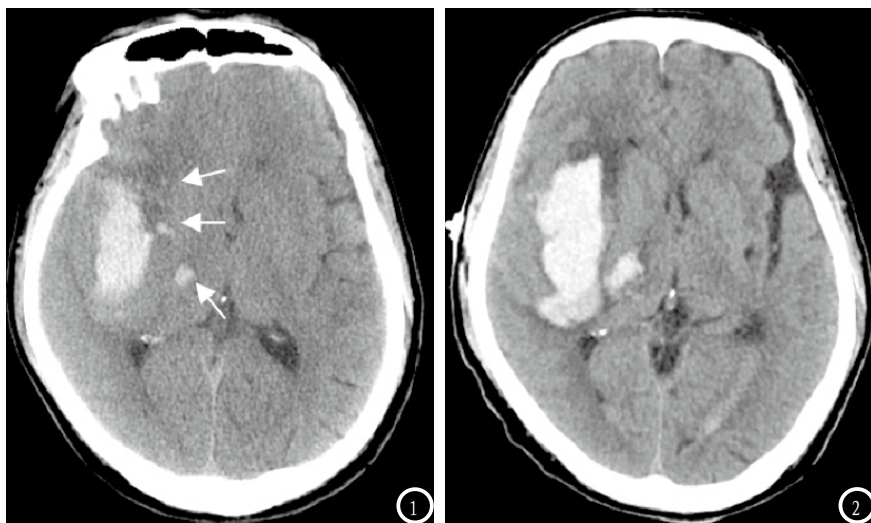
同一患者 男, 68岁, 右侧基底节区血肿, CT平扫出现混杂密度征和岛征(箭), 基线血肿体积39ml(图1), 复查血肿体积55ml(图2), 血肿较前扩大。
